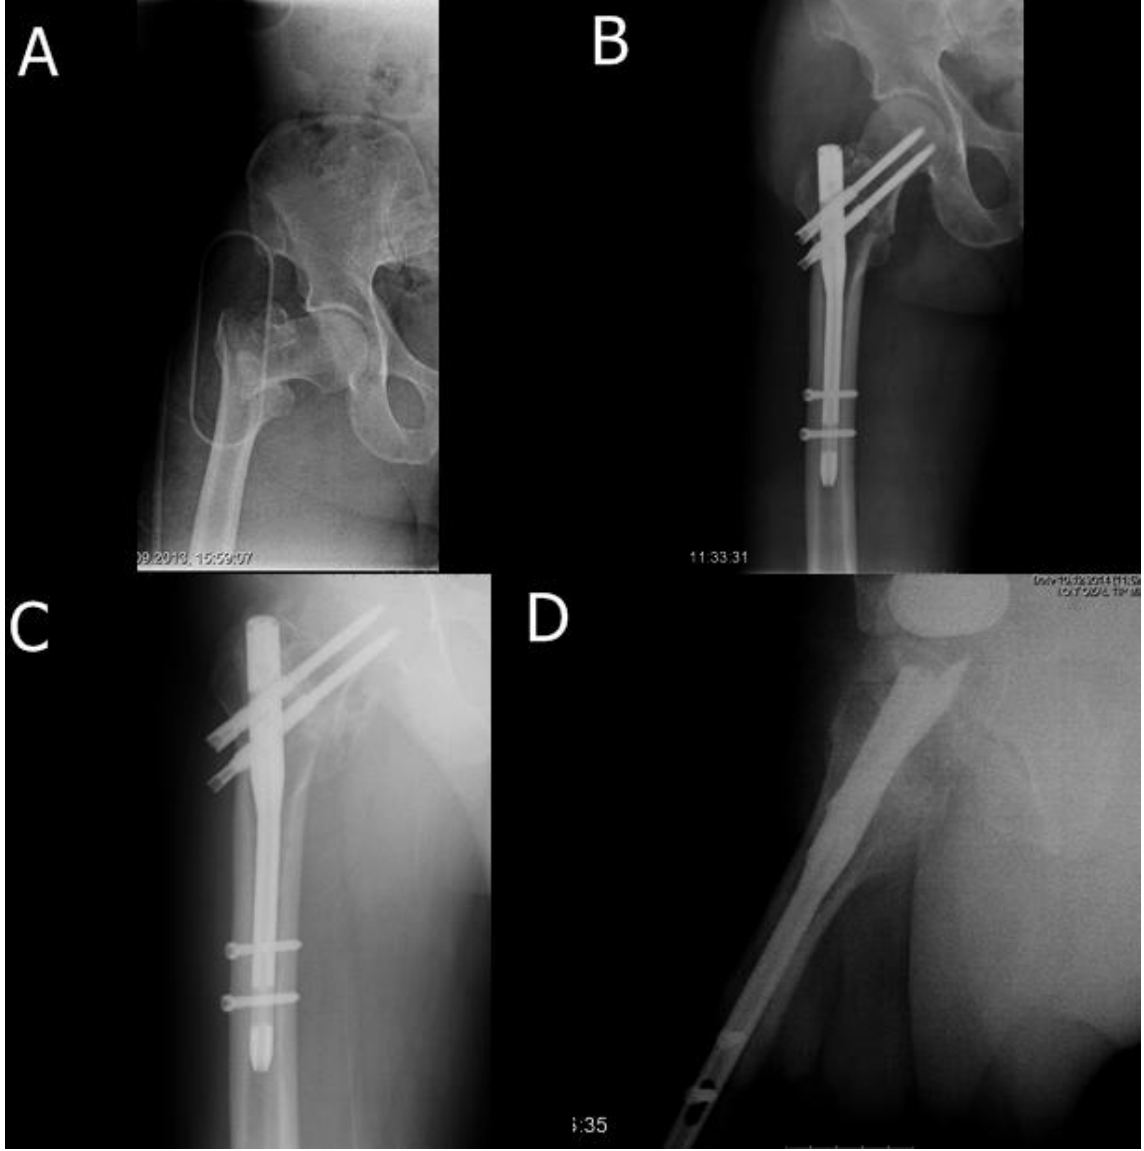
Preop sađ kalça AP röntgen(A), Post op 1. Gün(B), Post Op 6. Ay AP grafi implant yetmezliđi(C), Veronail ile revizyon Post op 1. Gün (D), İkinci ameliyattan sonraki 4. Ay (E-F)
